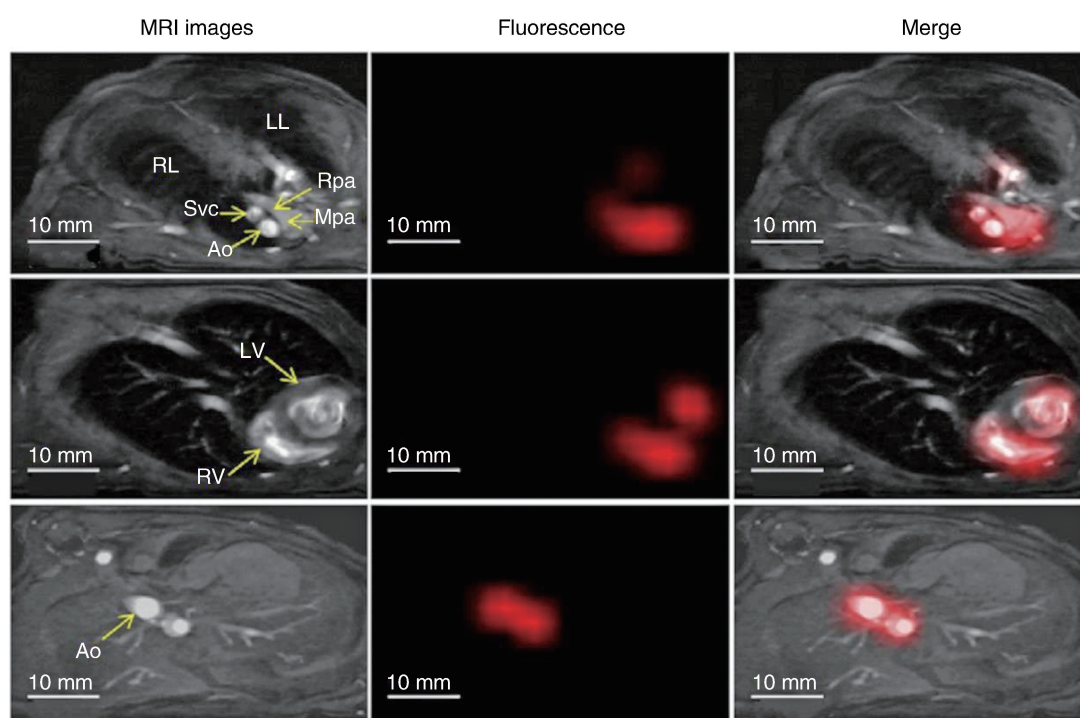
使用 FMT-MRI 成像系统评估 ApoA I-Cy5.5 探针在体内的激活
